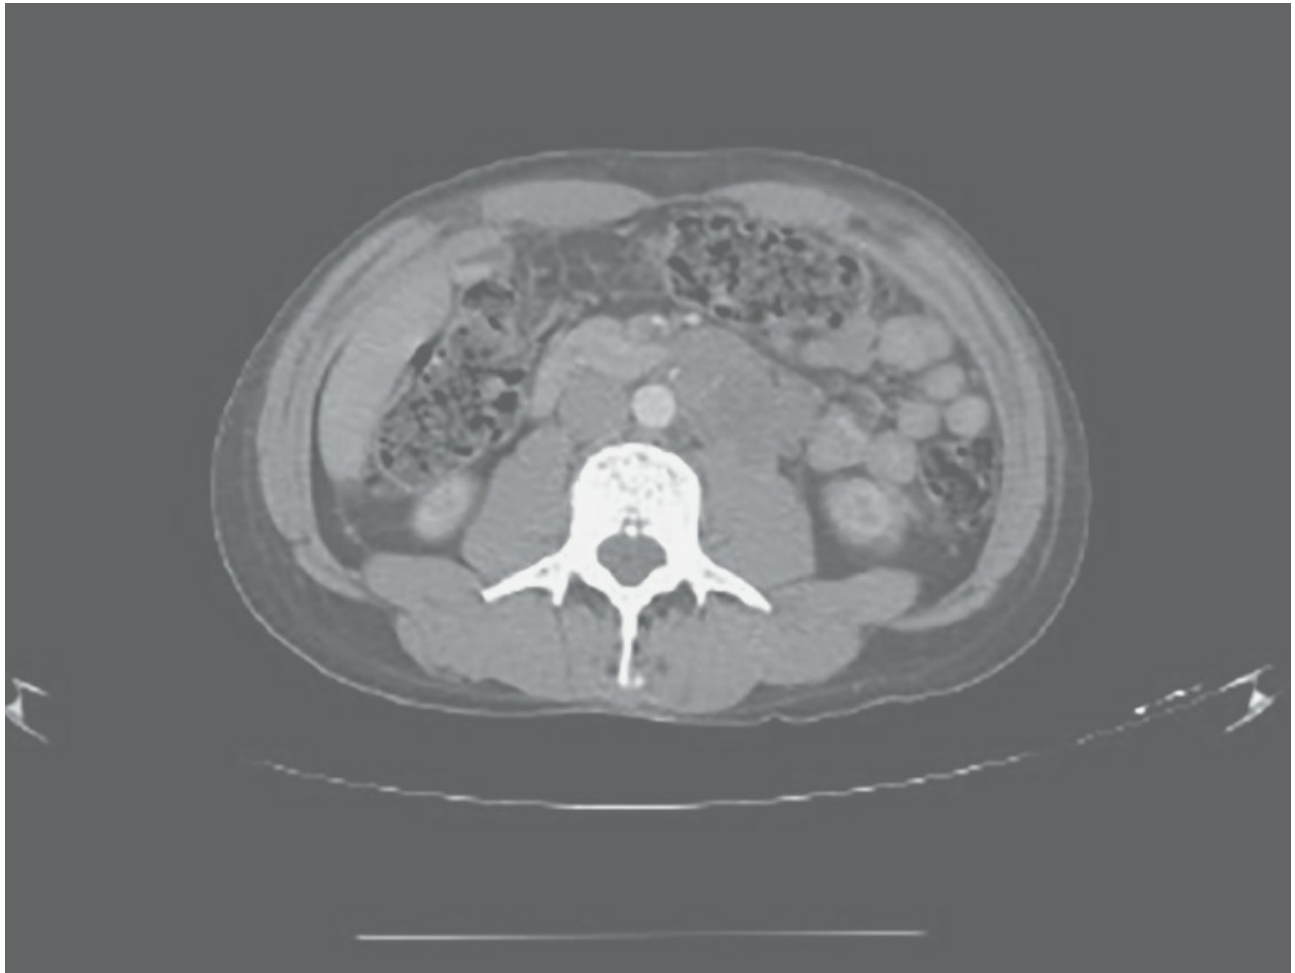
Tomografía abdomino-pélvica.
